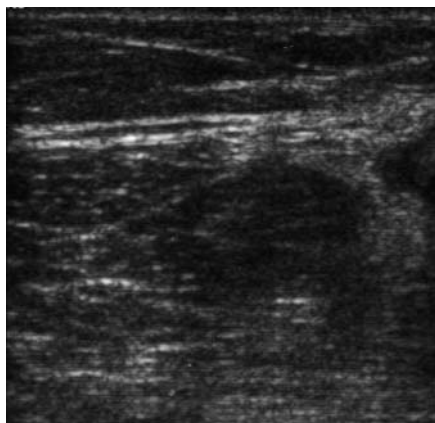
Patient C. W.: vier Wochen nach der ersten Sonographie; deutliche Auflösung der Hypoechogenität.
